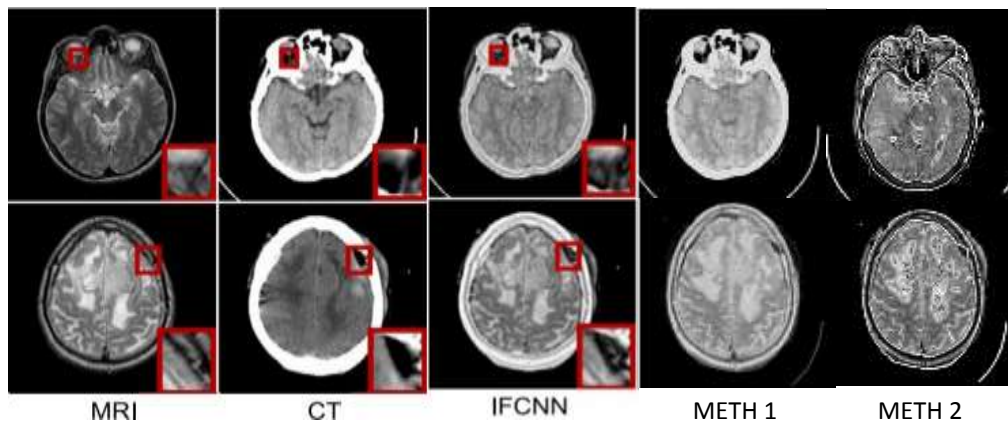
Évaluation qualitative des Modèles Proposées avec IFCNN pour la Fusion d'Images IRM et CT
